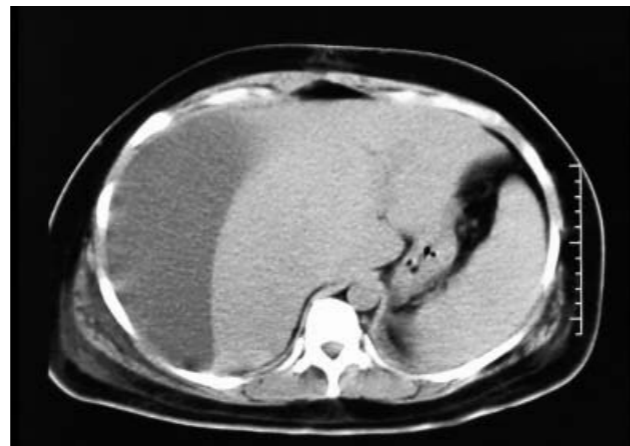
Tomografía: Presencia de Biloma. Fuente CECIMIV
